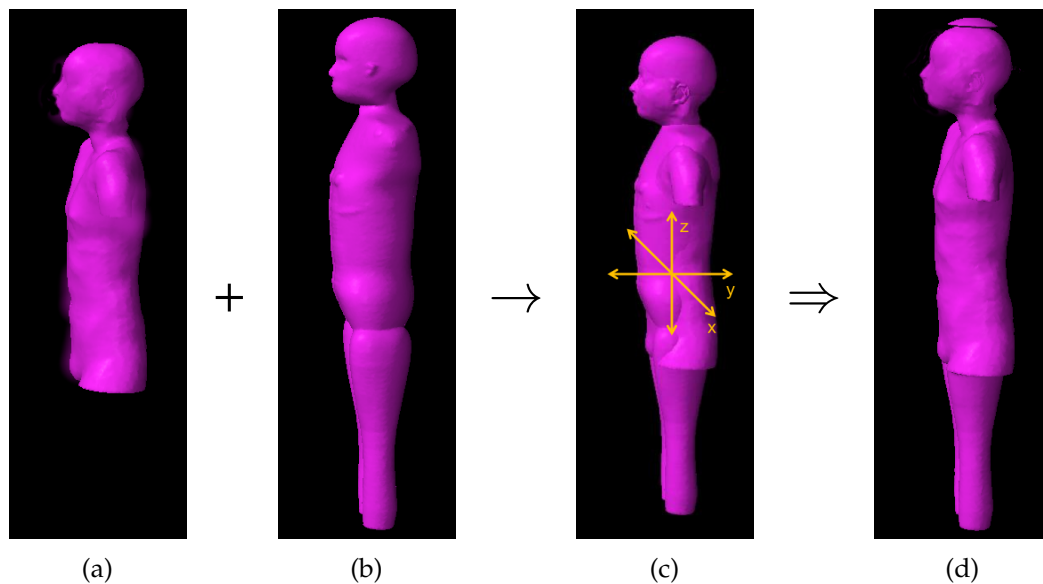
Fusionsprozess im Rahmen des Analytischen Modells. Dem Planungs-CT des Studienpatienten (a) wird das am besten zu ihm passende UF-Phantom (b) zugeordnet. Es erfolgt ein rigides Matching (c), währenddessen die beiden dreidimensionalen CT-Datensätze in x-, y- und z-Richtung aneinander ausgerichtet werden. Das Ergebnis ist die Fusion beider CT-Datensätze (d).
